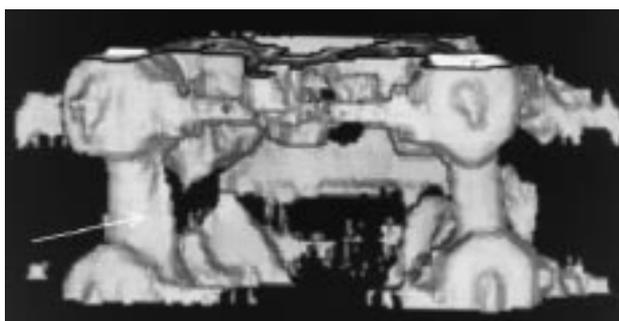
Pseudoartrosis: Reconstrucción tridimensional por TAC. La flecha indica el defecto de unión de los puentes óseos.
